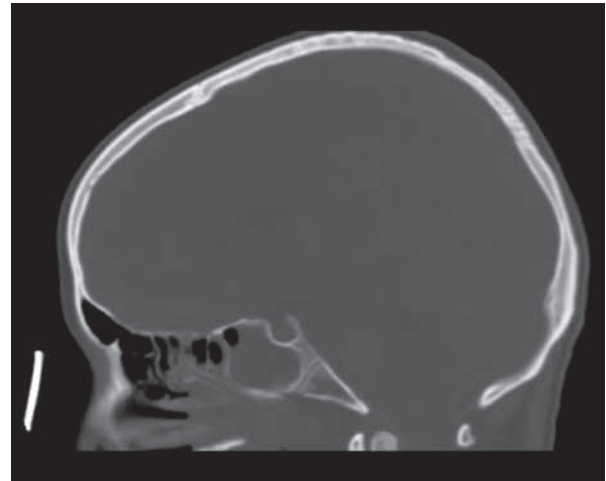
TC craneo-cervical, corte sagital.
